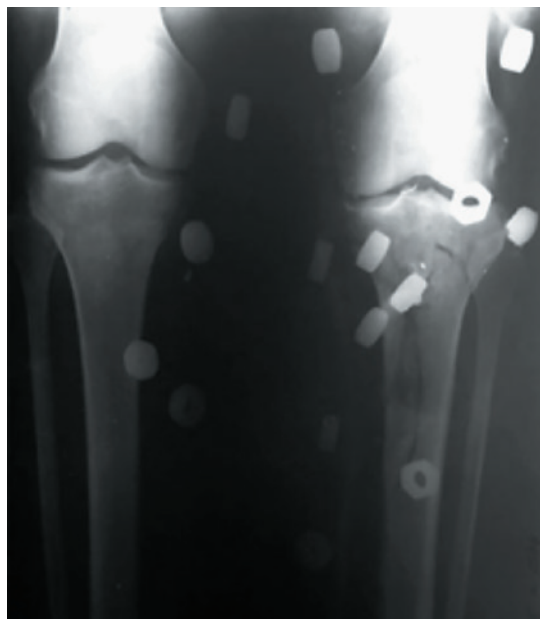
Рентгенограмма области обоих коленных суставов, голеней пациентки Г. в передне-задней проекции [7]
